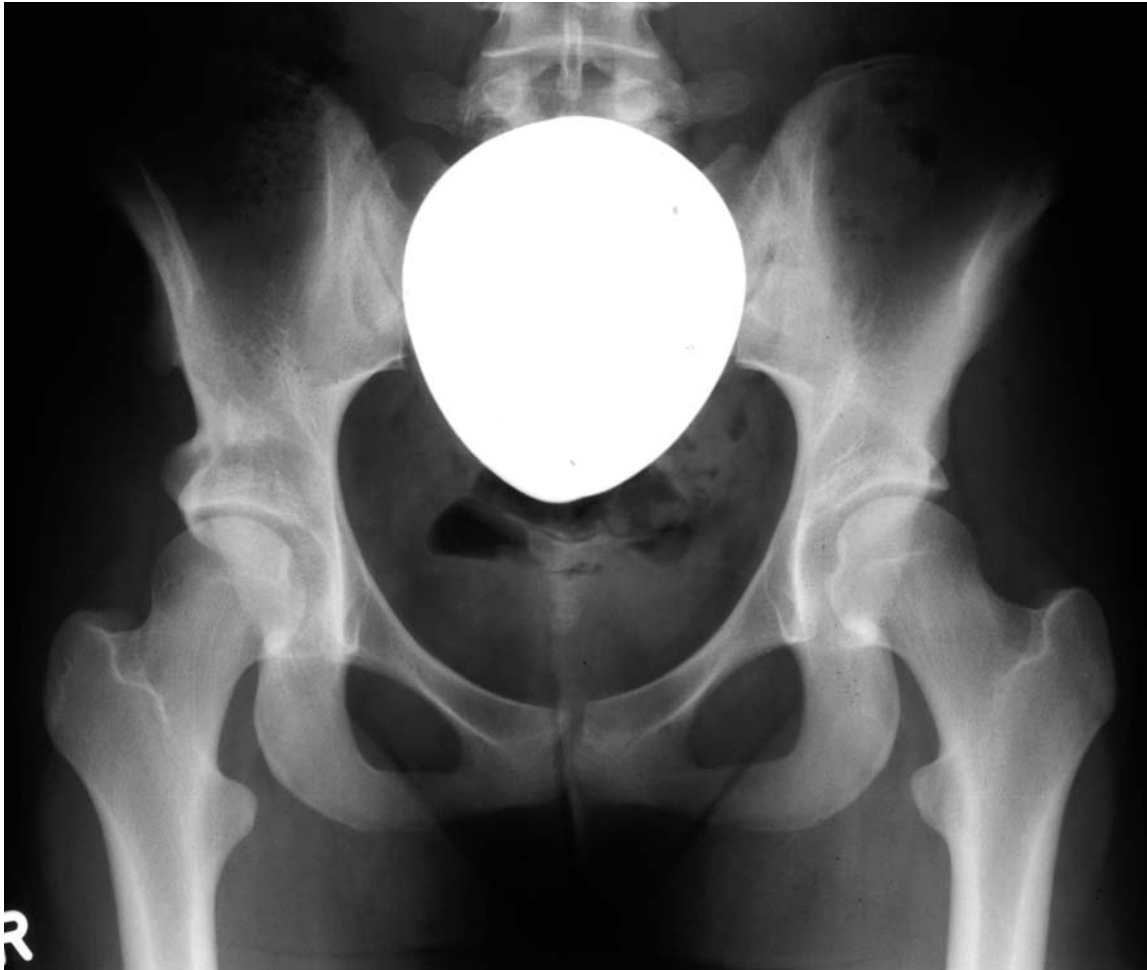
Röntgenbild mit Knochensporn
